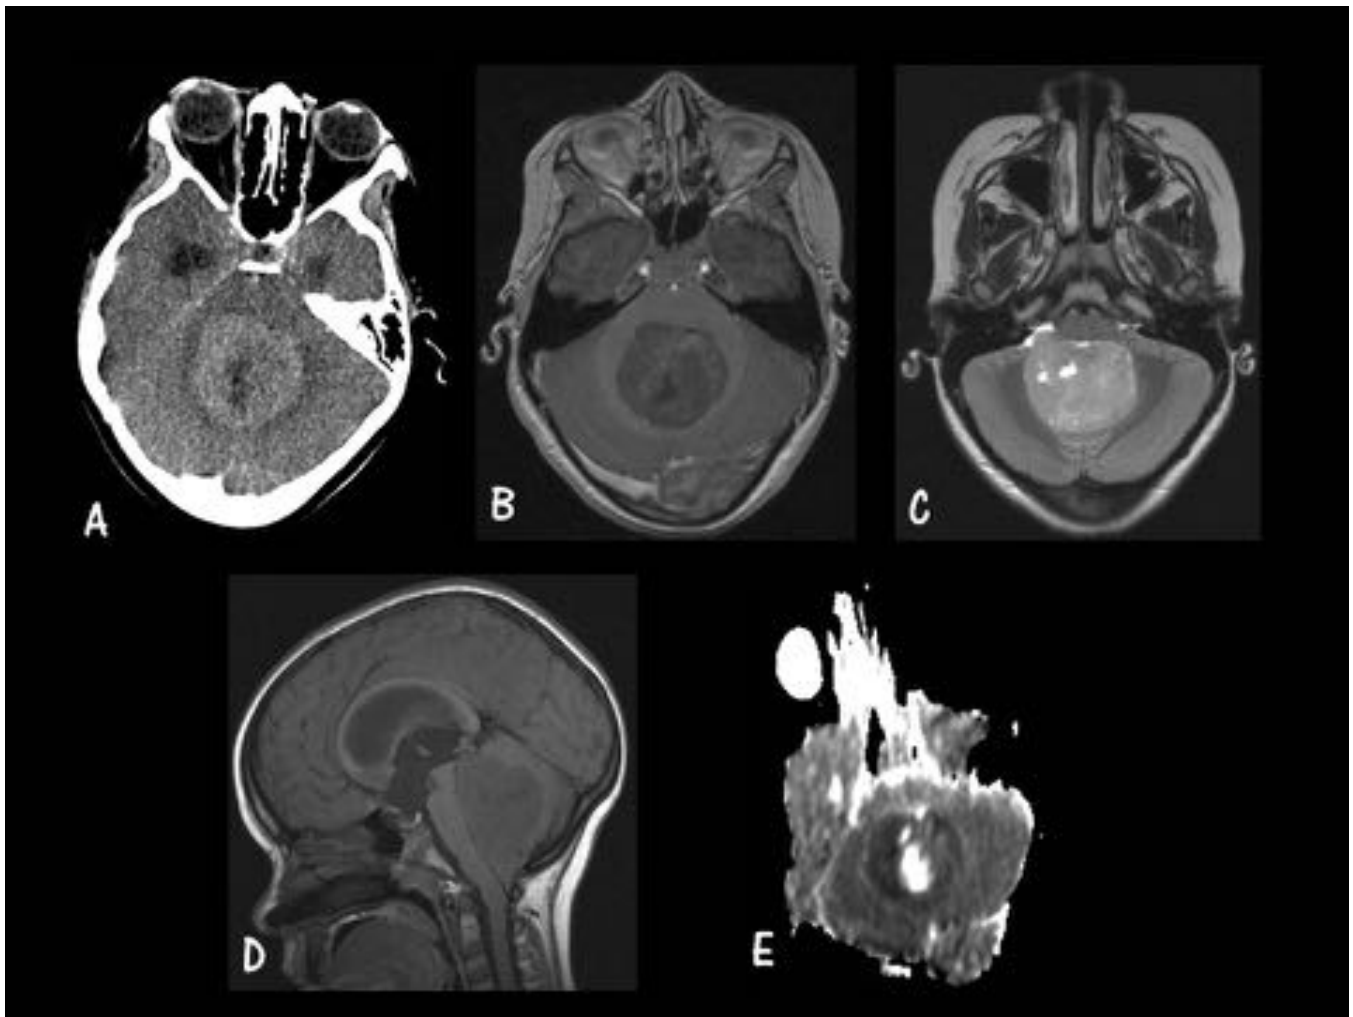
MB Subgrupo WNT.Caso 2. A. Axial TC sin CIV. B. Axial T1 post-GD. C. Axial T2 FS. D. Sagital T1 sin GD. E. Axial ADC. Masa en fosa posterior localizada en el interior del IV ventrículo, con extensión al ángulo ponto-cerebeloso derecho; hallazgo compatible con MB subgrupo WNT.
